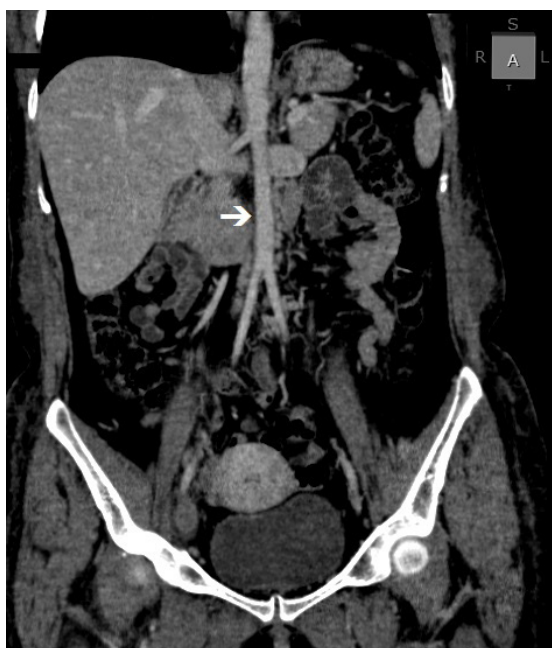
Angiotomografia venosa em corte coronal, evidenciando agenesia de segmento infra-hepático da veia cava inferior. Nota-se a artéria aorta abdominal sem estrutura vascular adjacente (seta).
